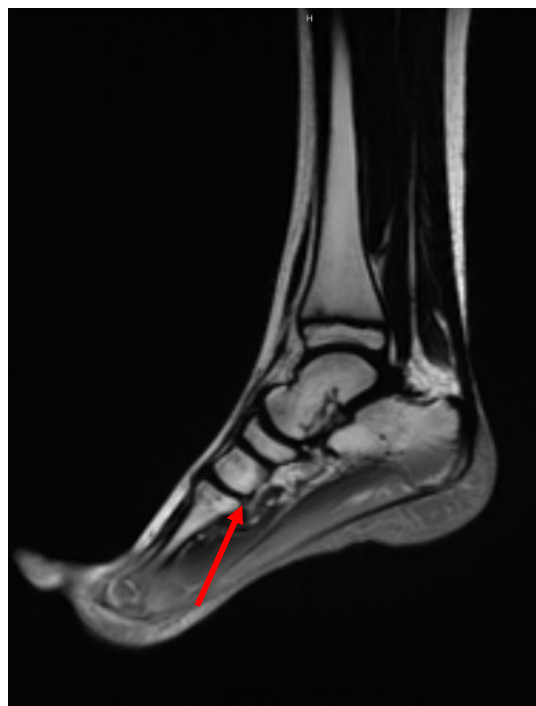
Пациент С. Результаты МРТ голеностопного суставов на момент отмены этанерцепта.
